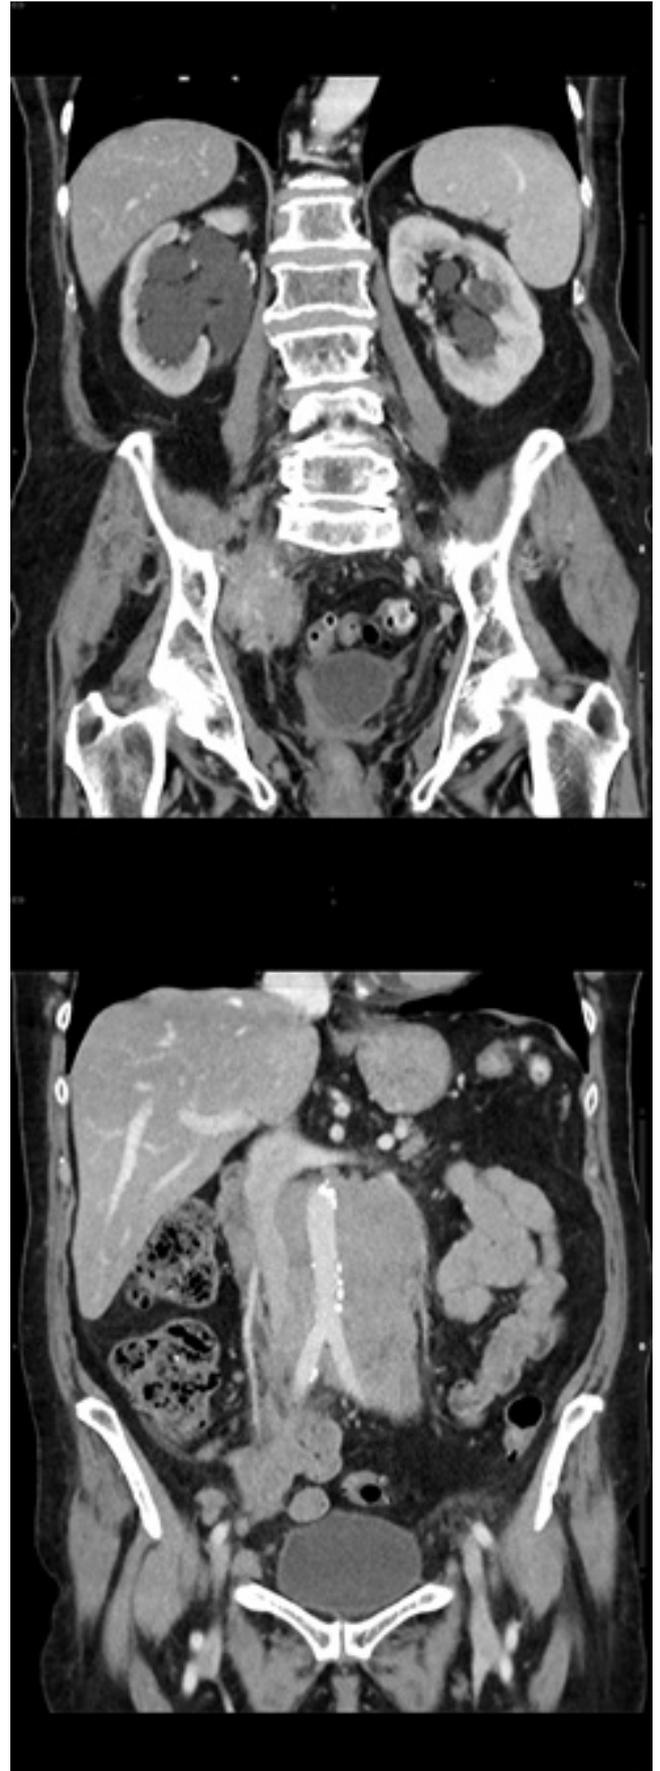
TC con contraste en plano coronal que muestran la masa de partes blandas que rodea la aorta, la cava y ambos ejes ilíacos desde la salida del tronco celíaco hasta las femorales.
